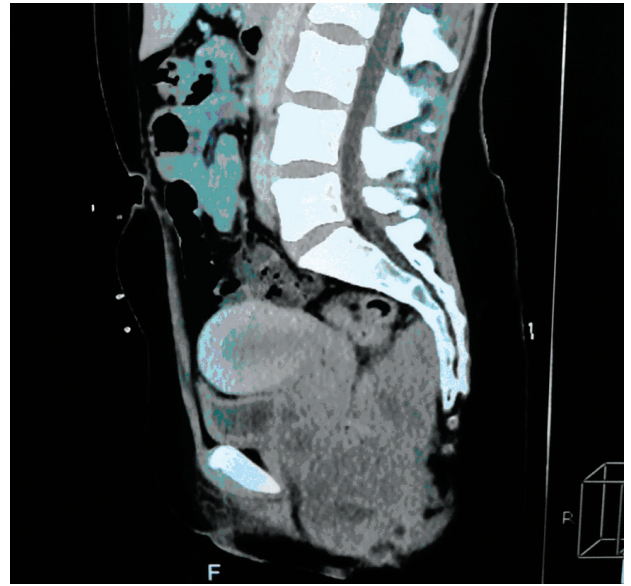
КТ-изображения до лечения
